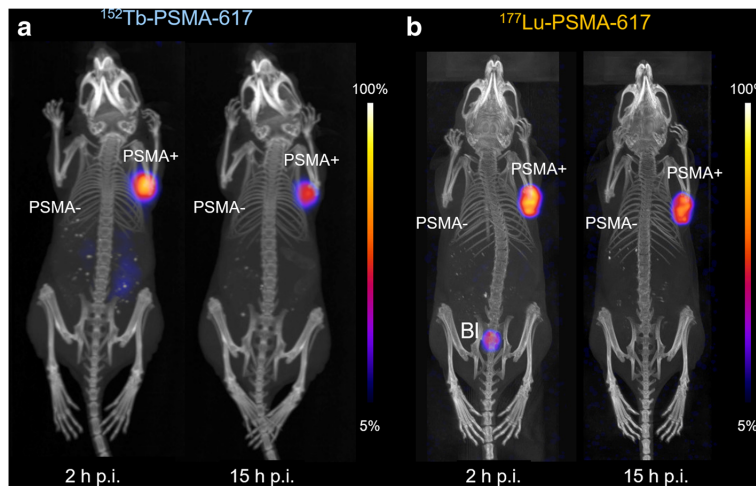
Scansioni nucleari di topi portatori di tumore *PIP PC* - 3 a 2 h e 15 h dall'iniezione di (a) $^{152}\text{Tb} - \text{PSMA} - 617$ (PET/CT) e (b) $^{177}\text{Lu} - \text{PSMA} - 617$ (SPECT/CT). PSMA+/-, PSMA positivo/negativo; BI, vescica urinaria.
